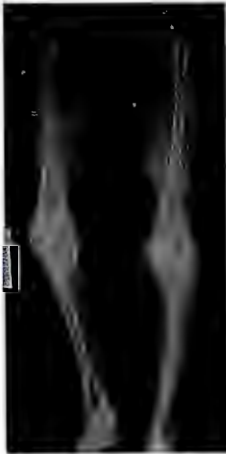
Radiografía anteroposterior de miembros inferiores
